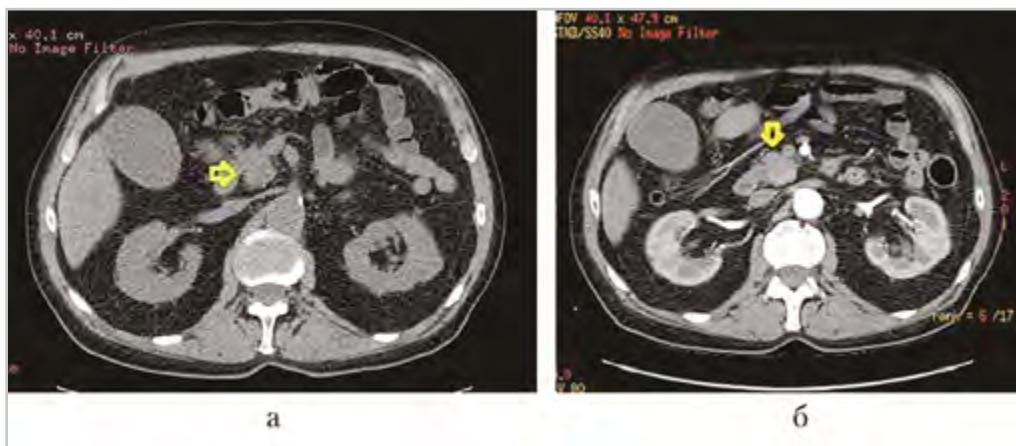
Компьютерные томограммы брюшной полости (аксиальная проекция): *а* — нативная фаза; головка поджелудочной железы однородная (стрелка), опухоль не видна; *б* — панкреатическая фаза; головка поджелудочной железы равномерно накапливает КВ (стрелка), опухоль не видна
